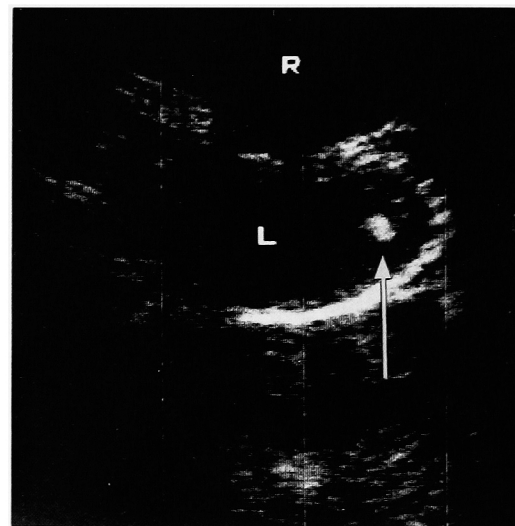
Ultrasonography of the left testis revealed a tiny high echoic lesion 5 mm in size (arrow).
